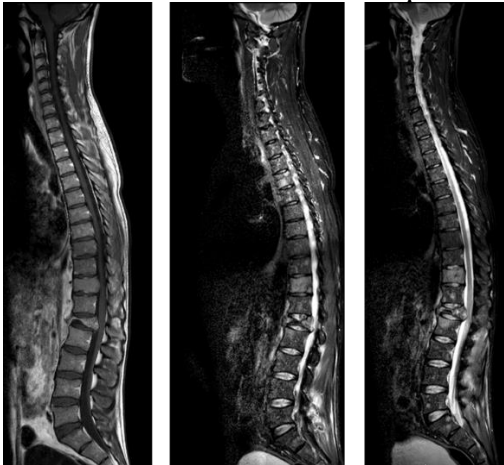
IRM de rachis – évolution de tassements vertébraux au cours du temps
